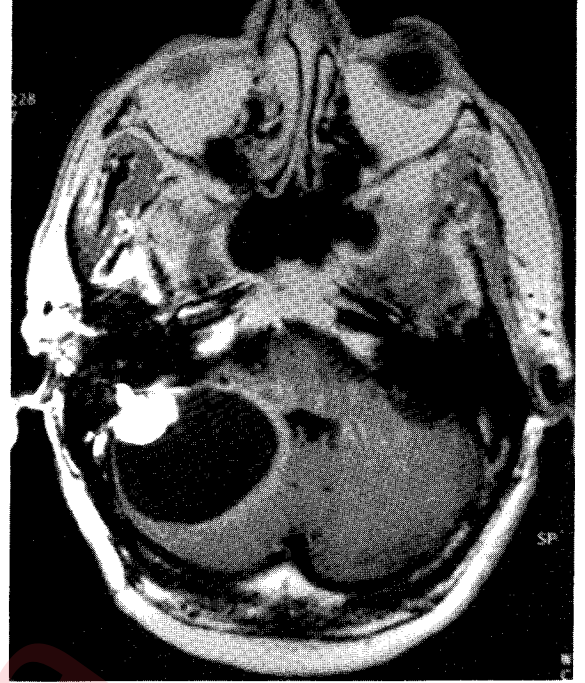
Hastanın ilk kranial MRG incelemesi. T1 ağırlıklı aksiyel kesit.
